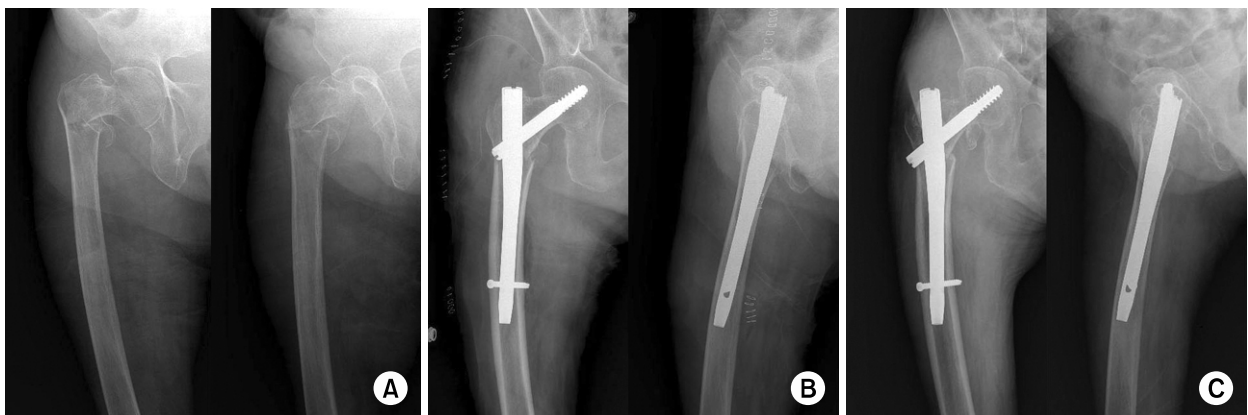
(A) 86 year old female patient presented with intertrochanteric fracture as AO/ASIF classification A2.2. (B) Postoperative radiographs show distal tip of nail contacts with anterior femur cortex. (C) Postoperative 6 months radiographs show well united fracture site but the patient complains about thigh pain.
